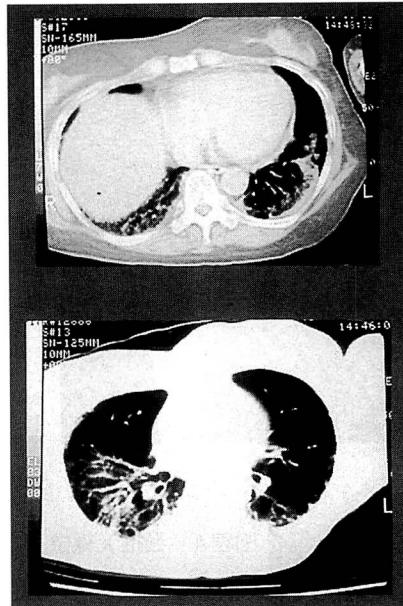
図表10はその翌日の胸部CT像であるが、胸水の貯留
